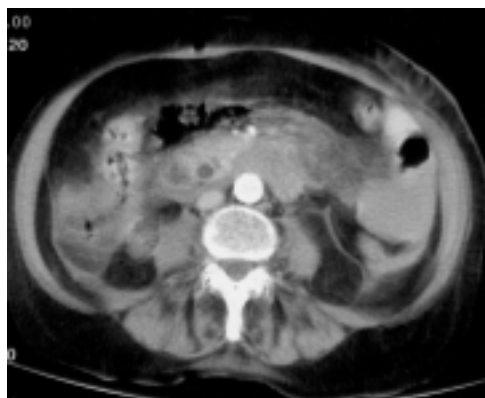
TAC abdominal. Hiperdensidad del páncreas y líquido intra y retroperitoneal, perirrenal y parietocólico, compatible con hemoperitoneo
